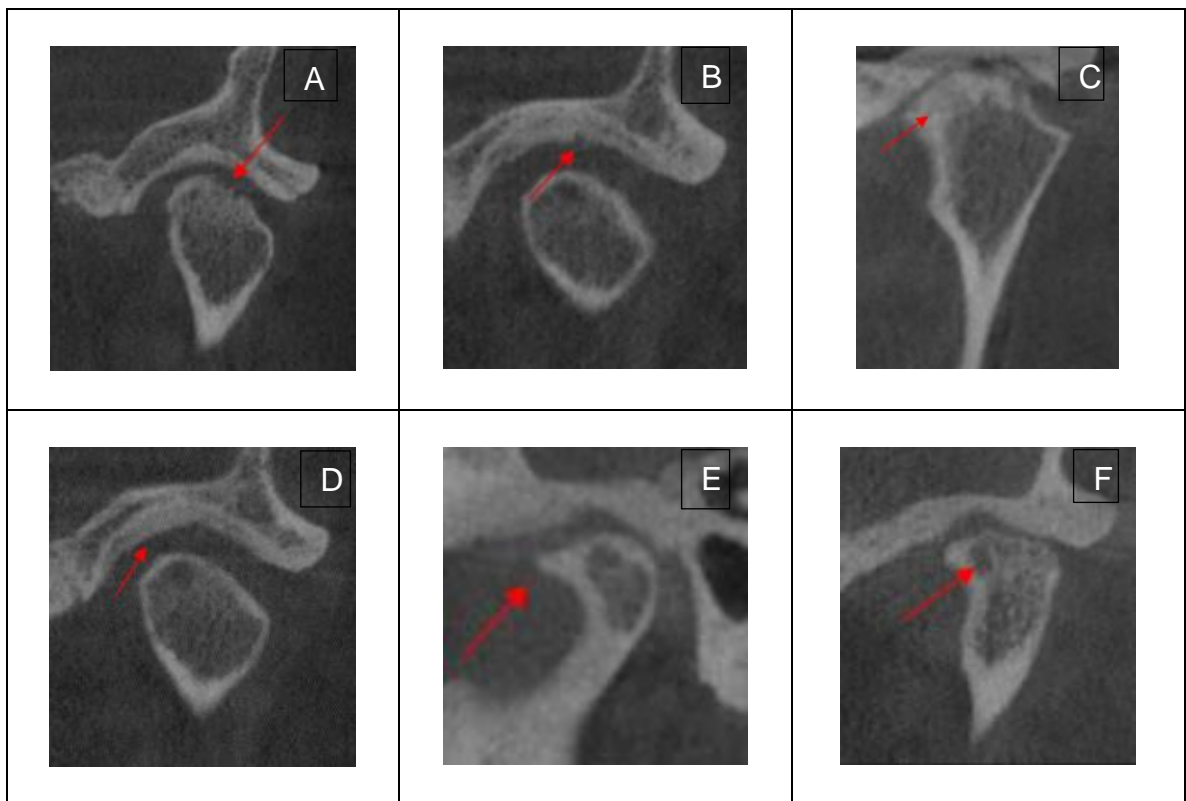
cortes coronales y sagital de CBCT, flecha roja indica la característica ósea. A: Erosión en el cóndilo mandibular, B: Erosión en la fosa mandibular, C: Esclerosis en el cóndilo mandibular, D: Esclerosis en la fosa mandibular, E: Osteofito en el cóndilo mandibular, F: Quiste subcondral en el cóndilo mandibular.
